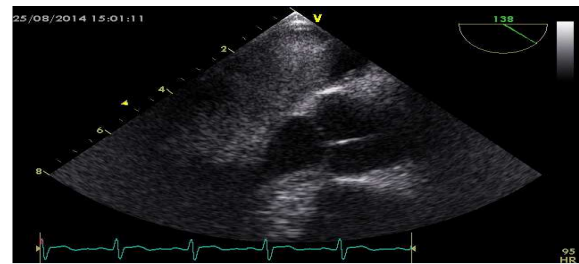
The transesophageal echocardiography showing that the huge mobile mass is protruding into the left ventricle
